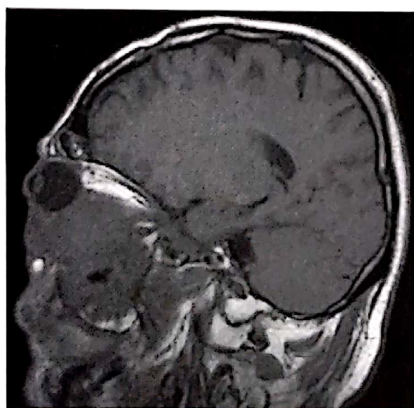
P.I., 53 ani. RMN sagital T2. Extensie masivă a tumorii din sinusul maxilar în orbită, cu invadarea periorbitei.
